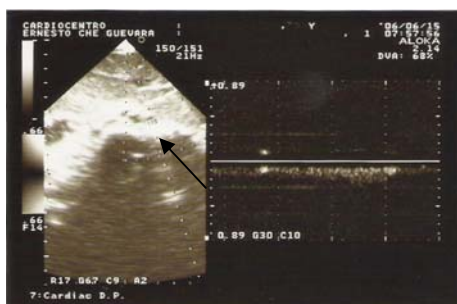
Estudio ecográfico con Doppler pulsado; se realizó corte coronal a nivel de los grandes vasos abdominales que muestra flujo venoso continuo de la vena cava inferior, la cual se encuentra a la derecha cabeza de la flecha.
